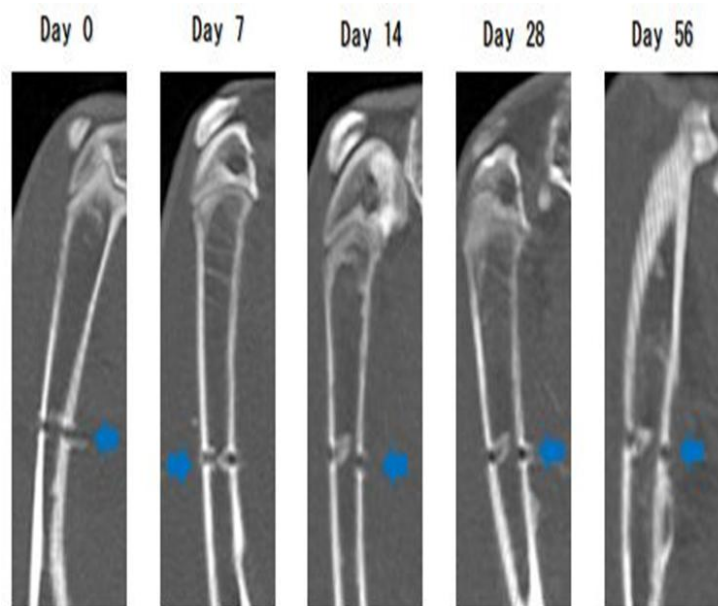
凍結処置後の CT 画像、処置 56 日後でもニードル穿刺孔(青矢印)は確認された。検査上病的骨折は確認されなかった。
